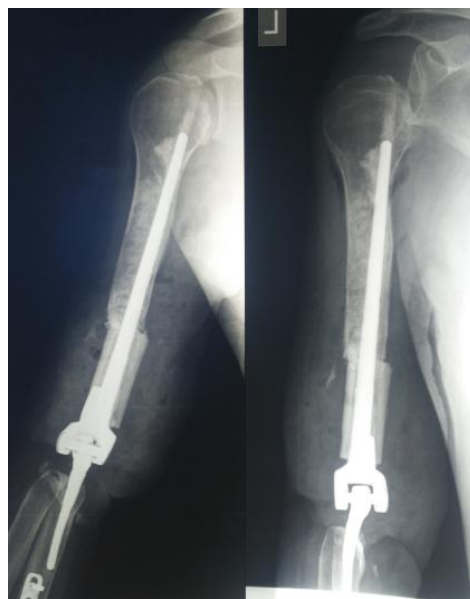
Послеоперационные рентгенограммы. Положение компонентов эндопротеза стабильное
